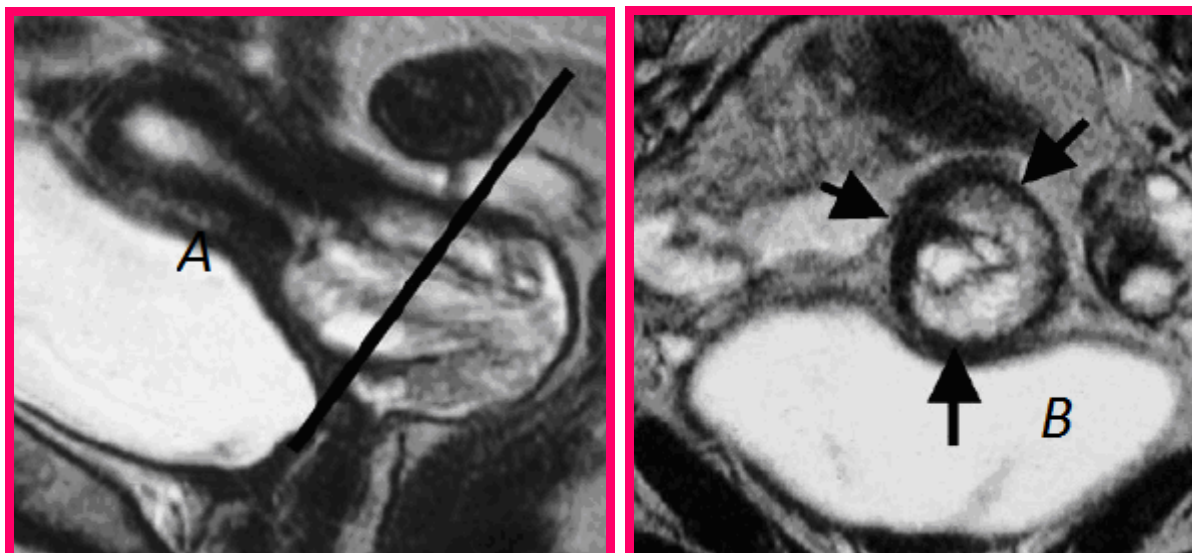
IRM coupe : (A) Sagittal T2 Axial, (B) T2 perpendiculaire au col utérin
